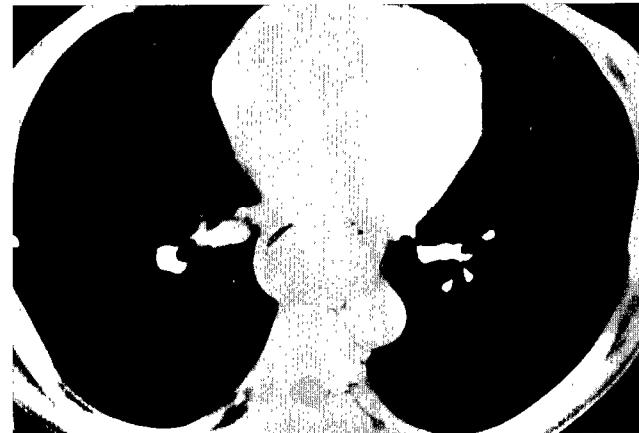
Chest CT revealed a tumor obstructed most part of the esophageal cavity
